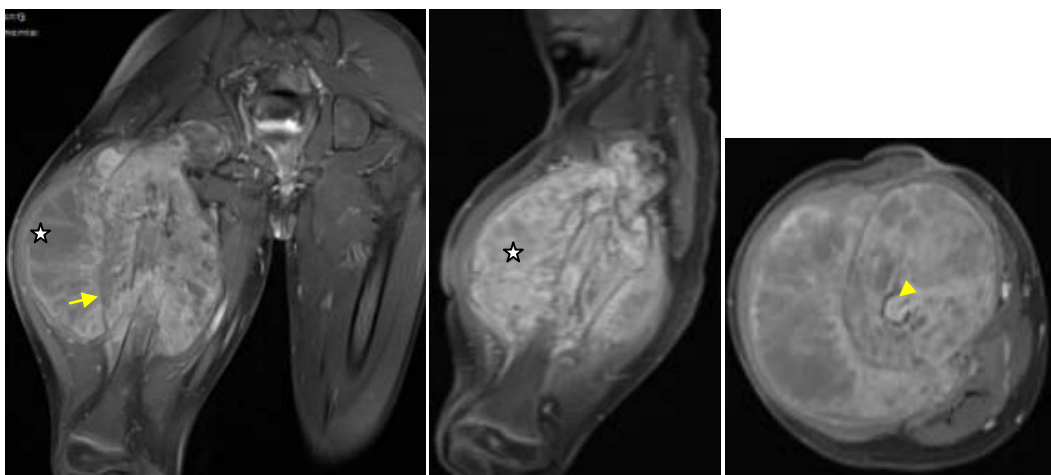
L'état de la corticale des TOPM à l'IRM.
